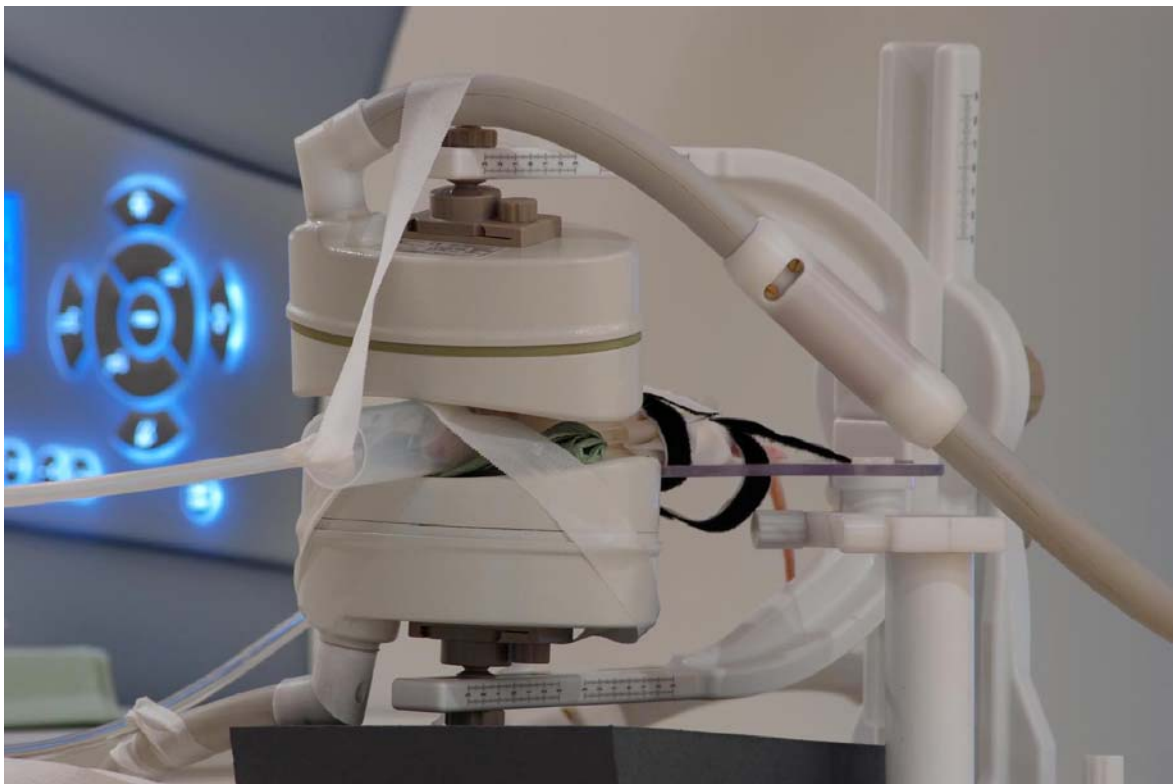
Versuchsaufbau im 3-Tesla Siemens-Magnetom-Trio. Der Kopf der narkotisierten, ventral liegenden Ratte ist zwischen zwei NORAS-Oberflächenspulen platziert. Im Hintergrund ist das MRT-Gerät zu sehen.
